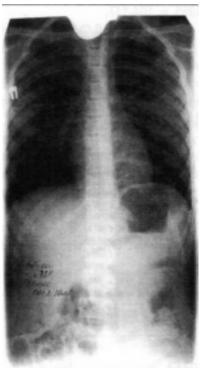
Рентгенограмма пациента с функциональным сколиозом (до лечения)
